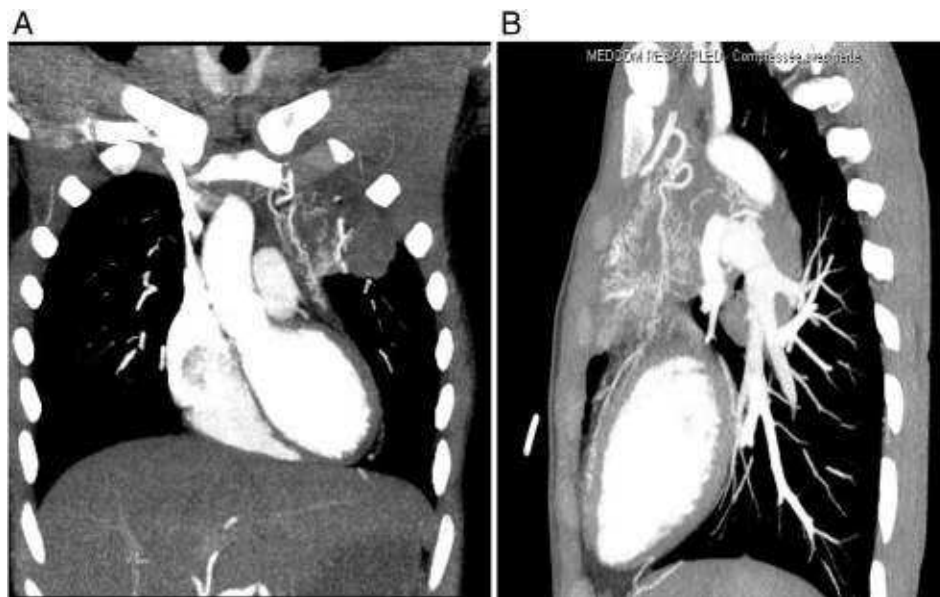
(A and B) Contrast-enhanced CT scan showing (A) a frontal plane of a collateral branch arising from the LITA and directed toward the heart in the LAD area, developed following a pulmonary infection. The same collateral is clearly visible in a sagittal plane (B).
